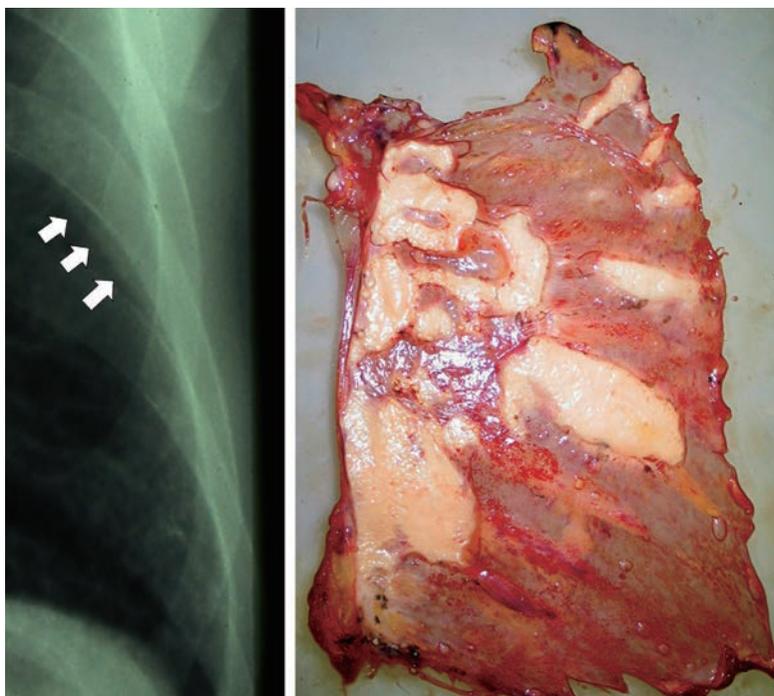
胸部X線写真上の胸膜ブランク疑い陰影(肋骨下縁と白矢印で示した弦状の線で囲まれた部分)が剖検により胸膜ブランクと確認された例。(出典は文献10)
